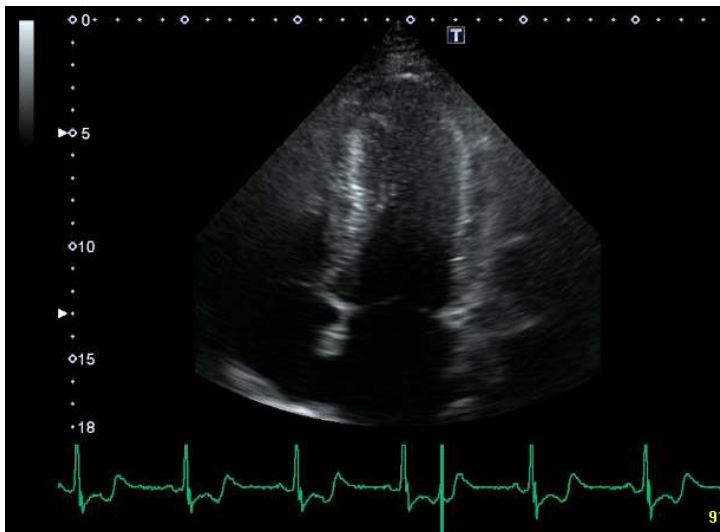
心尖部 4 腔室二維心臟超音波顯示有左心室心尖肥厚。心尖部 4 腔室彩色都卜勒心臟超音波顯示左心室收縮期有左心室中部血流加速現象。心尖部 4 腔室都卜勒心臟超音波顯示左心室收縮晚期有左心室中部血流加速大於 3 公尺/秒。
